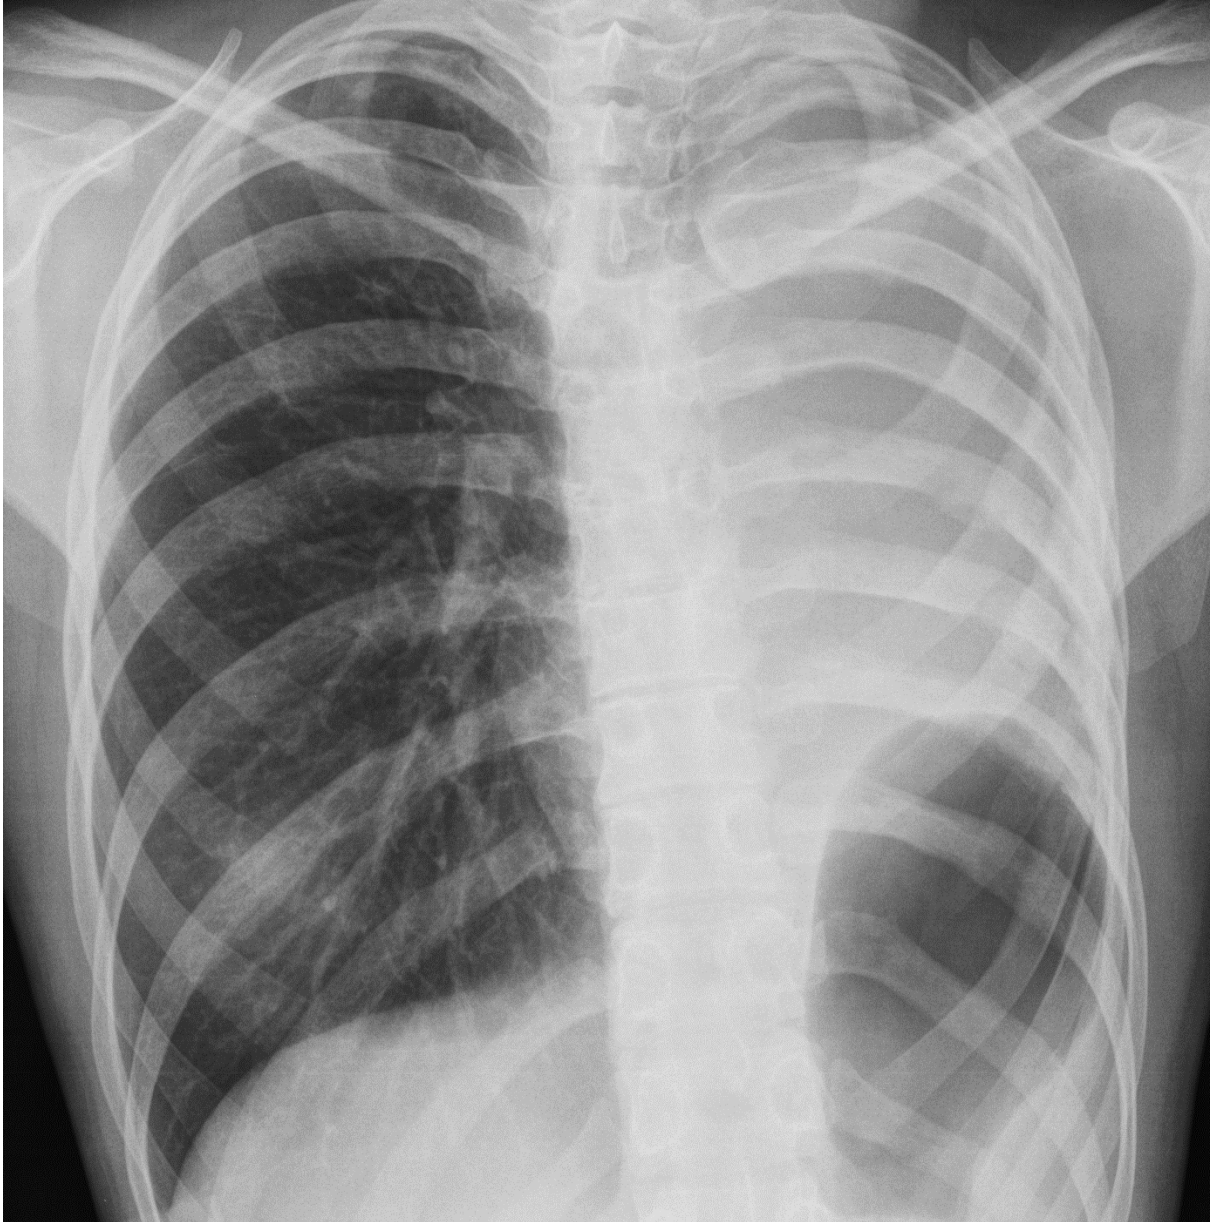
Рентгенограмма органов грудной клетки пациентки К. легочный рисунок справа не изменен, в верхнем поле правого легкого визуализируются несколько очагов малой интенсивности, с нечеткими краями, диаметром не более 0,5 мм. Тотальный послеоперационный фиброз левой плевральной полости.
